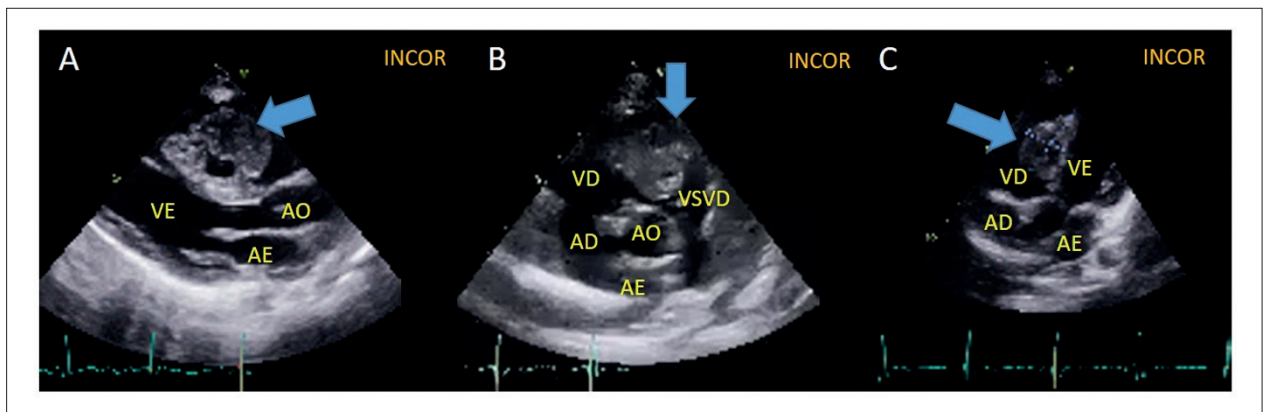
Ecocardiograma transtorácico. (A) Plano longitudinal 3 câmaras em diástole mostrando massa heterogênea no VD (seta). (B) Eixo curto com sinais de obstrução da VSVD (seta). (C) Plano coronal 4 câmaras imagem lobulada com projeção para o VD (seta). VE: ventrículo esquerdo; VD: ventrículo direito; AE: átrio esquerdo; Ao: aorta; AD: átrio direito; VSVD: via de saída do ventrículo direito.
